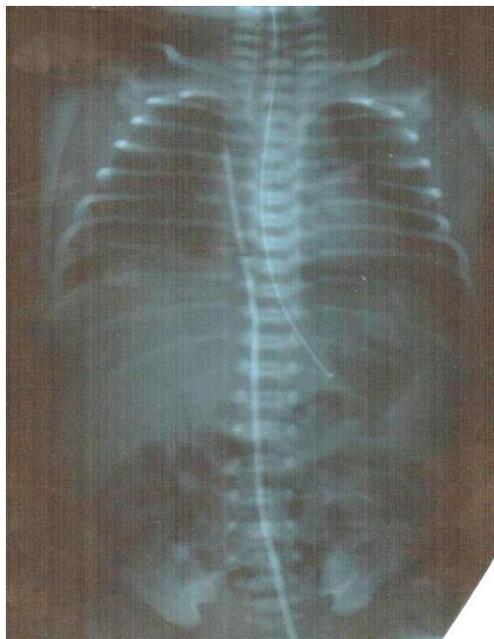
Рентгенограмма с контрастированием пупочного катетера
